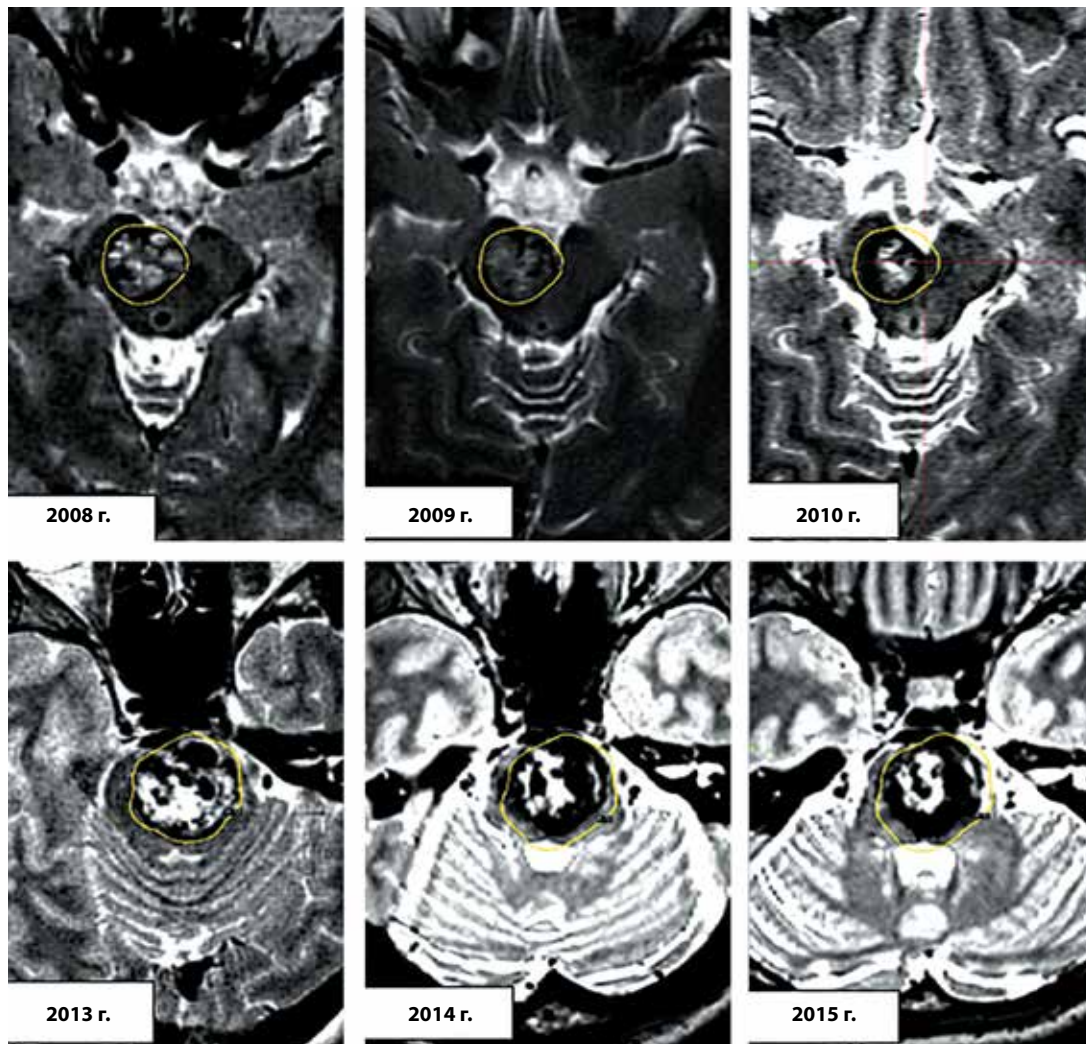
Магнитно-резонансная томография 2 пациентов. Динамика размеров кавернозной мальформации типа II после радиохирургического лечения (каждый горизонтальный ряд изображений соответствует данным 1 пациента, слева – исходное состояние). Краевая изодоза, соответствующая контуру мишени облучения, обозначена желтым
